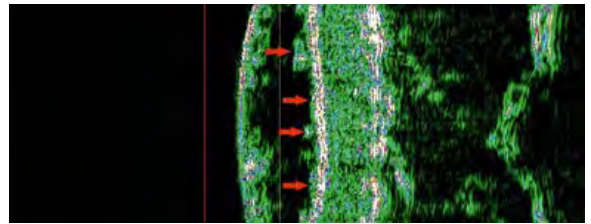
УЗИ кожи в 1-й группе до начала исследования.
